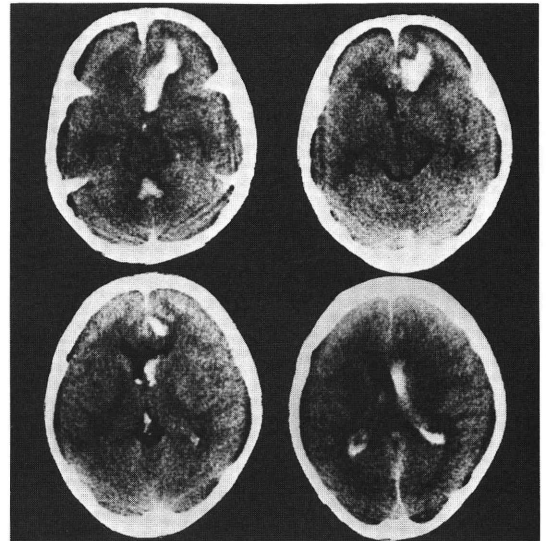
CT scan (CM+20 mm~50 mm)
